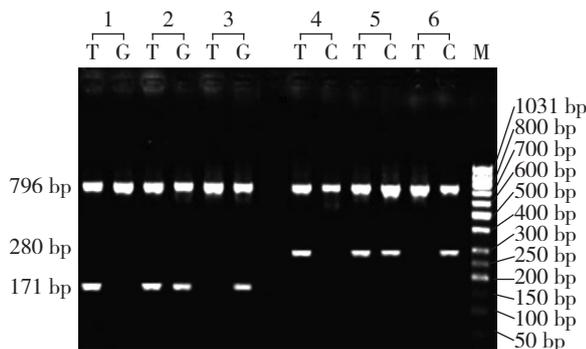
rs11556218 与 rs4778889 位点的不同基因型 PCR 检测产物的电泳图 1: rs11556218 (TT) 纯合基因型; 2: rs11556218 (TG) 杂合基因型; 3: rs11556218 (GG) 纯合基因型; 4: rs4778889 (TT) 纯合基因型; 5: rs4778889 (TC) 杂合基因型; 6: rs4778889 (CC) 纯合基因型; M: 50 bp DNA 梯带
